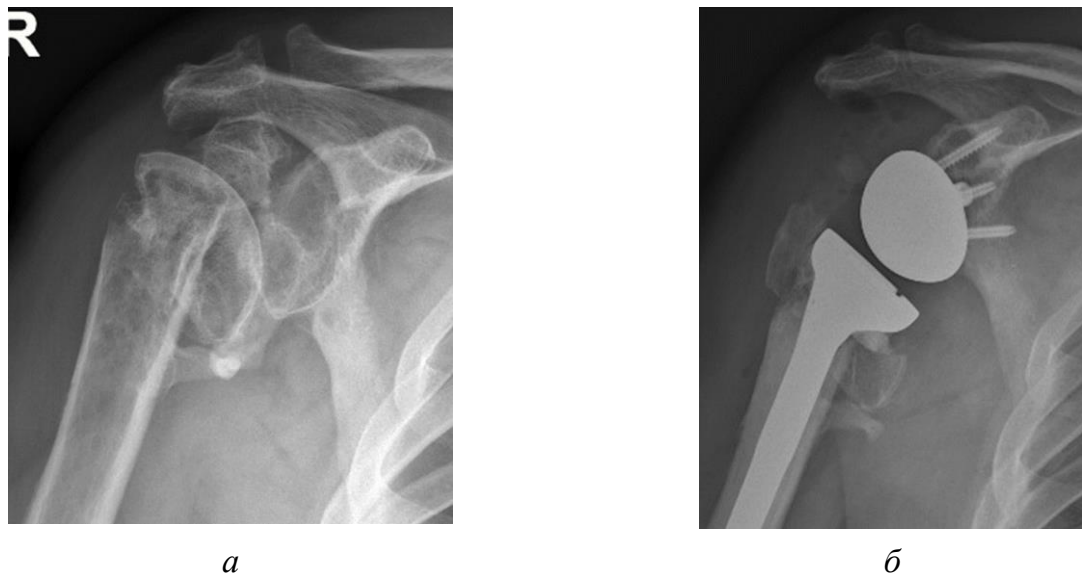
а* – рентгенограмма плечевого сустава пациентки Е.Е.В, 65 лет, до операции, на которой определяется деформация проксимального отдела плеча из-за неправильного сращения отломков; *б* – рентгенограмма плечевого сустава после операции, где отмечается стабильный остеосинтез большого бугорка плечевой кости с восстановленными наружными ротаторами
